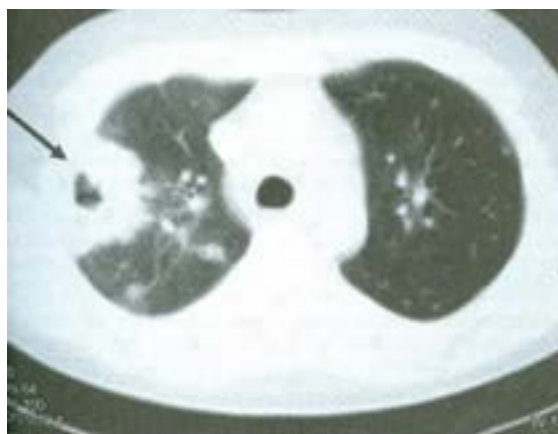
Tomografia computadorizada de tórax: múltiplas lesões nodulares bilaterais, tendo uma cavitação no interior (seta).
